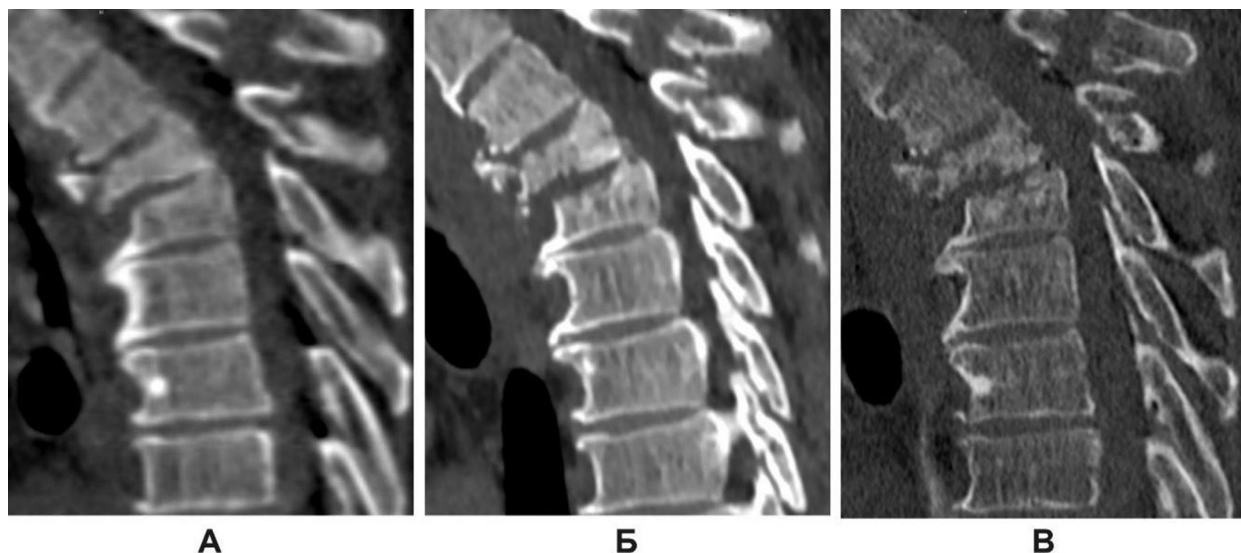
Пацієнт Н., 50 років. СКТ грудного відділу хребта: А – у день отримання травми; Б – через 2 тиж; В – через 1 міс (пояснення в тексті)
